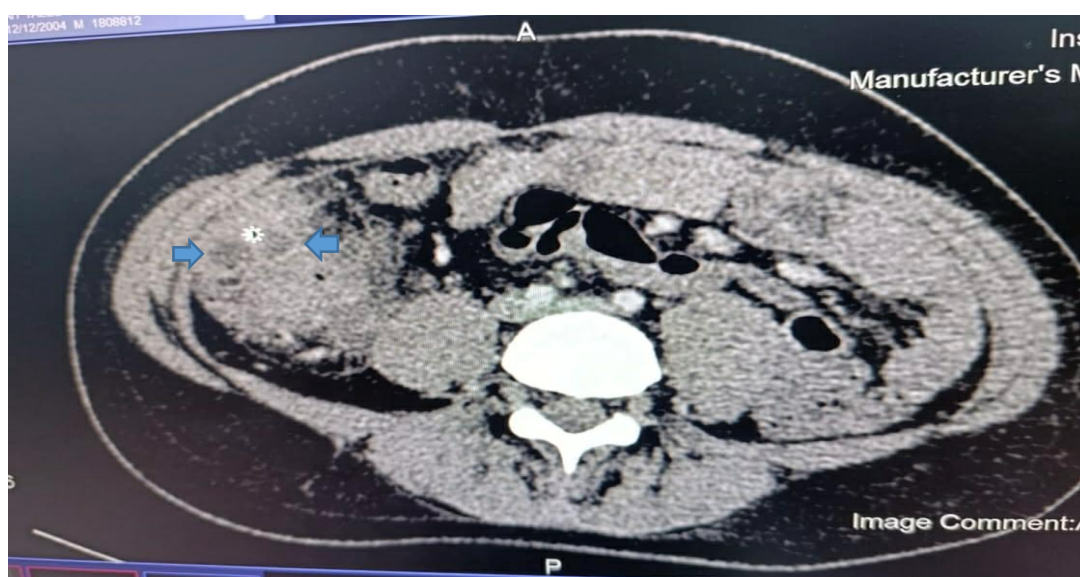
TDM abdominopelvienne en coupe axiale, réalisée chez un patient de notre série, montrant un épaississement du carrefour iléocaecal avec des collections précaecales (en flèche).
